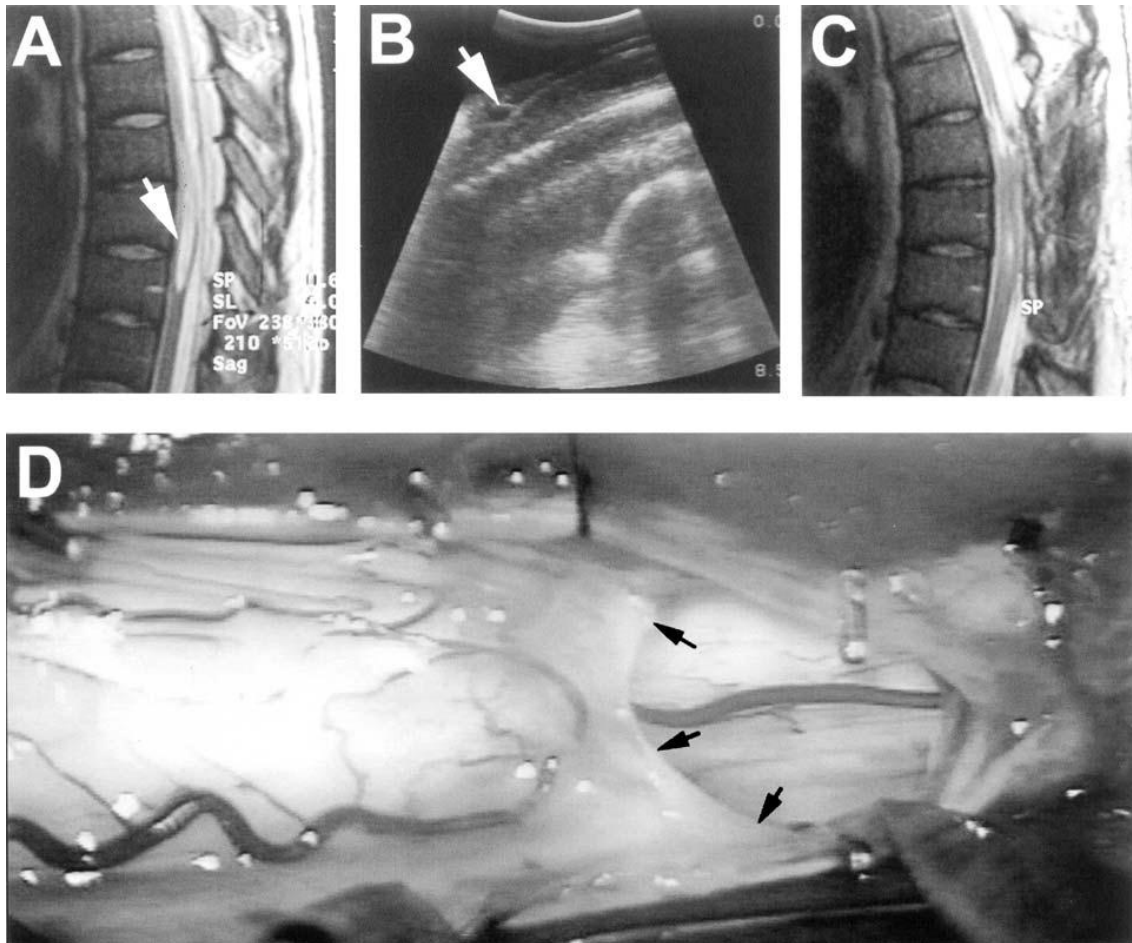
A-D: Patient mit Arachnopathie und Syringomyelie. (A) zeigt in einem T2 gewichtetes MRT eine thorakale Syrinx von BWK6 bis BWK8, (B) intraoperativer Ultraschall zeigt ein arachnoidales Netz (weißer Pfeil) am proximalen Ende der Syrinx, (C) das postoperative MRT zeigt eine kollabierte Syrinx, (D) das intraoperative Photo zeigt die arachnoide Membran (schwarze Pfeile), aus Brodbelt et.al 2003<sup>114</sup>
